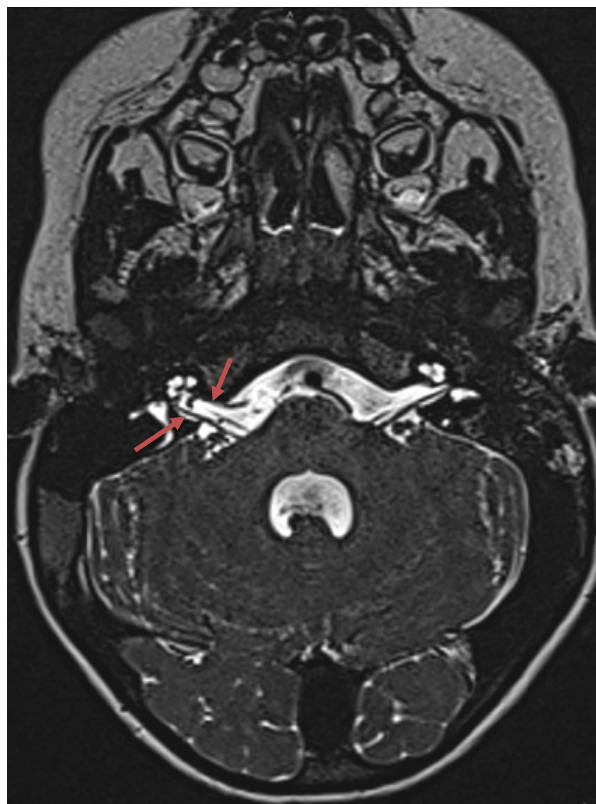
RMN cerebral (T2 SPACE axial) donde se objetiva cruce vascular tipo III de AICA derecha en CAI (flechas).
